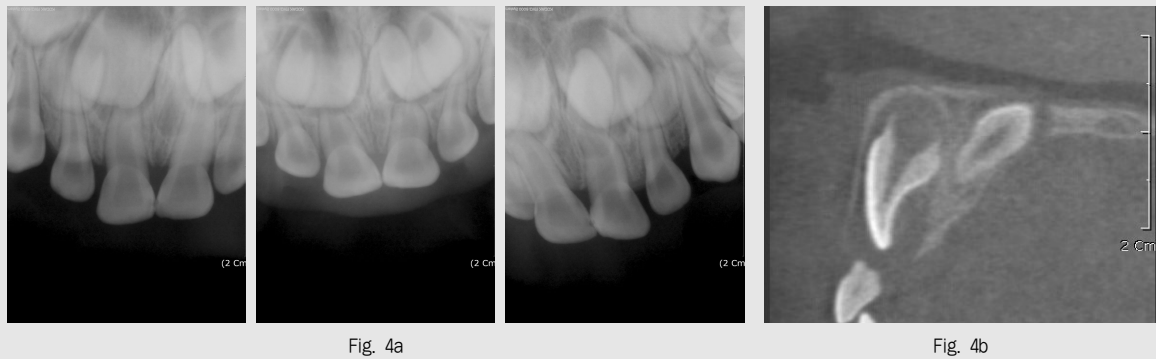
매복 정중과잉치의 치근단방사선영상을 이용한 위치판별(a)과 CBCT cross section영상(b)
